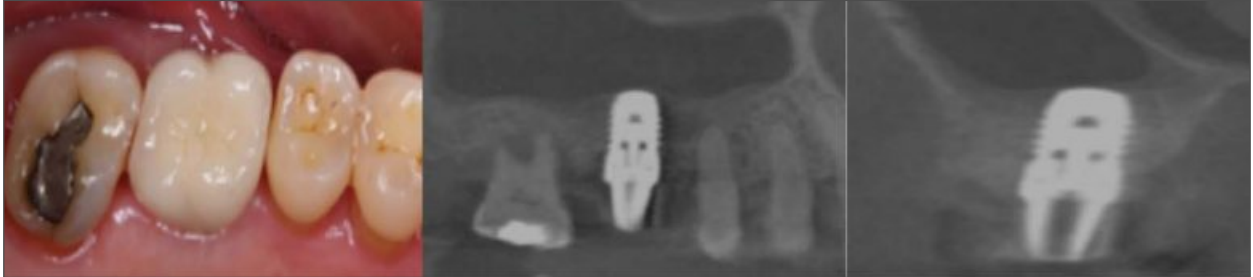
a. 보철물 장착, b. 술후 3개월 CBCT, c. 술후 3개월 CBCT
